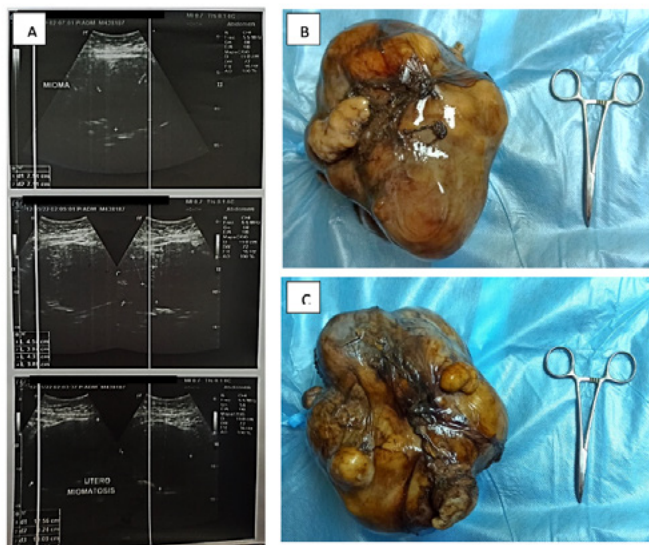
Espécimen de útero con miomatosis. A. Imágenes de ultrasonido. B y C. Resección de útero total.
